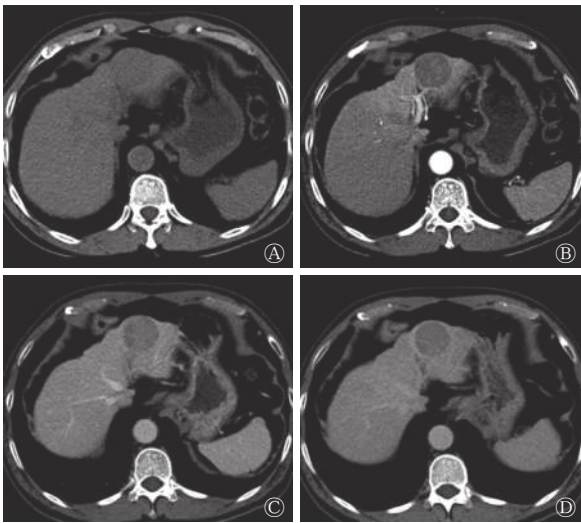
患者男性, 69 岁, CT 肝脏动态增强扫描横断图像 图中, A: 肝脏平扫图像; B: 动脉早期图像; C: 静脉期图像; D: 延迟期图像。病灶位于肝左外叶上段, 呈低密度结节灶, 边界清晰, 无明显强化。CT: 计算机体层摄影术。
